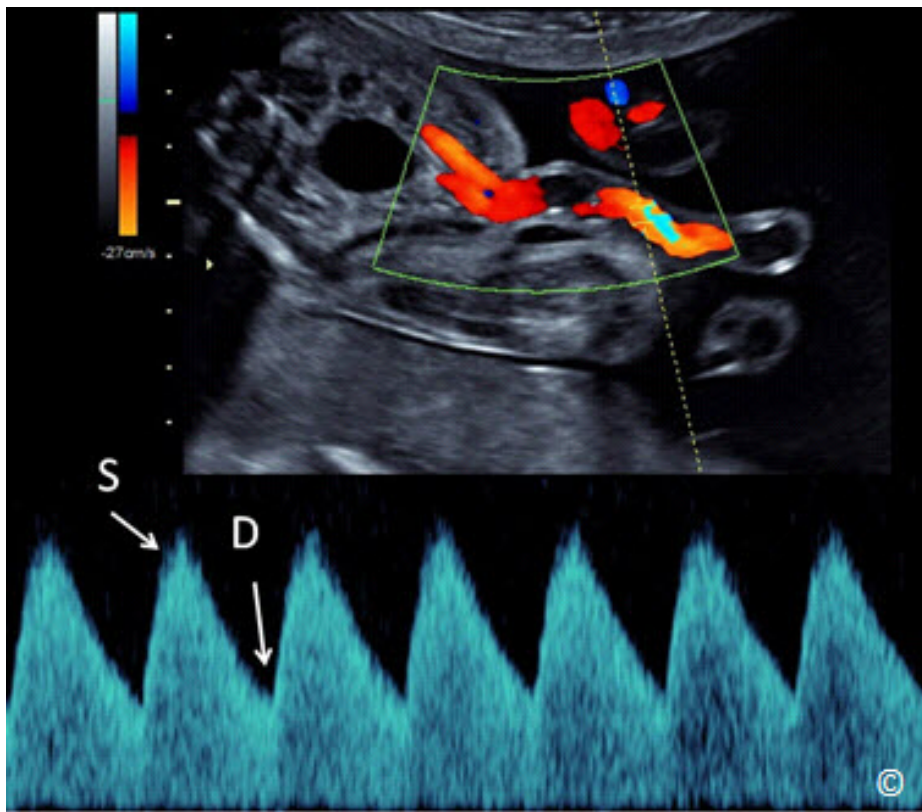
Doppler espectral (Pulso) de la arteria umbilical en la inserción del cordón abdominal. (S = Sístole y Diástole = D).
